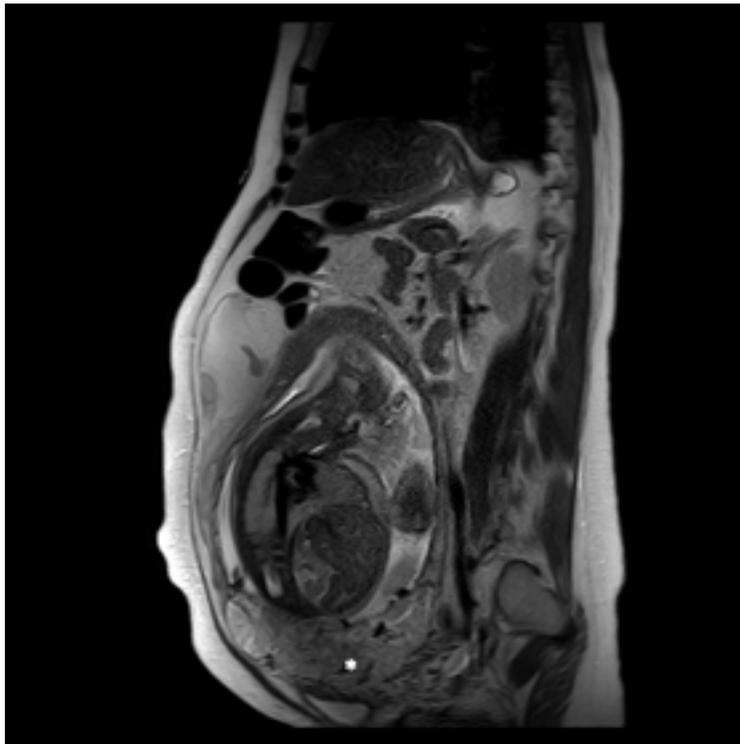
Percretismo placentario en plano Sagital de Resonancia Magnética (T2), (*) muestra placenta previa oclusiva invadiendo serosa vesical.
